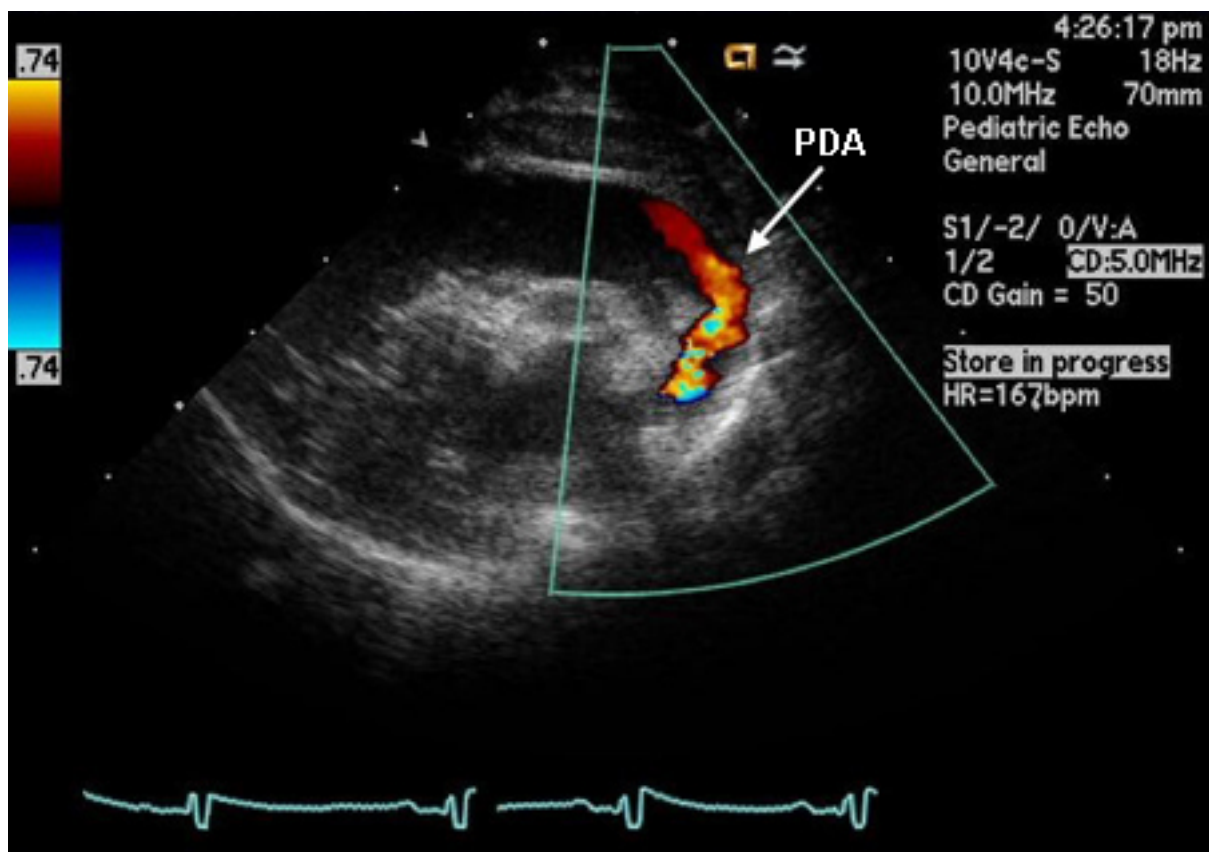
Ecocardiografia de um bebê prematuro de 26 semanas mostrando Doppler colorido da circulação sistêmica (aorta) pela permeabilidade do canal arterial (PCA) para a artéria pulmonar esquerda
